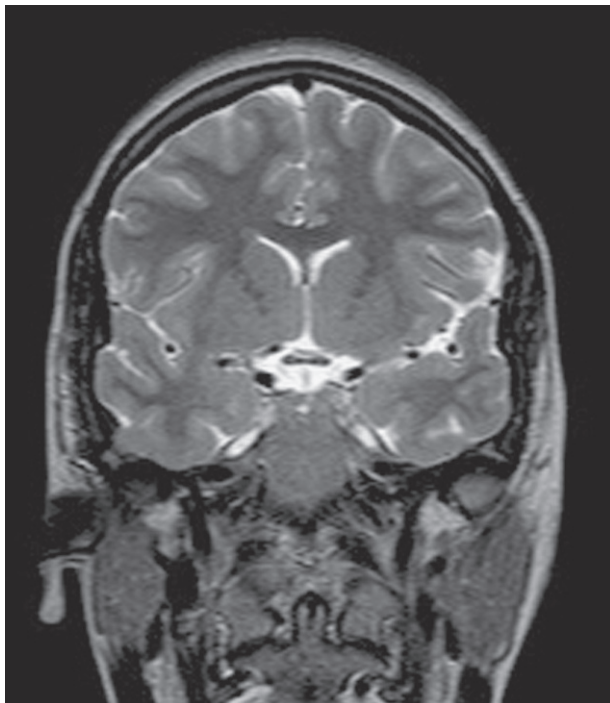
IRM du cerveau en coupe coronale pondérée en T1 (A) et T2 (B).
